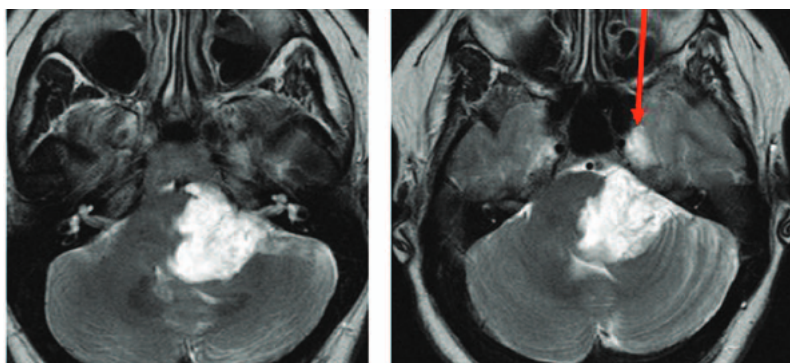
6 MRI post-gadolinio T1 pesata in sezione assiale di un meningioma di cui si osserva l'ampia base di inserzione; Fig 2: MRI post gadolinio T1 pesata in sezione assiale con estensione intracanalare; Fig 3: MRI T1 con contrasto di un meningioma comprimente nervo trigemino e ponte (Steve E.J et al, 2021, fig.1, fig.2; Renowden et al., 2014, fig 3)
